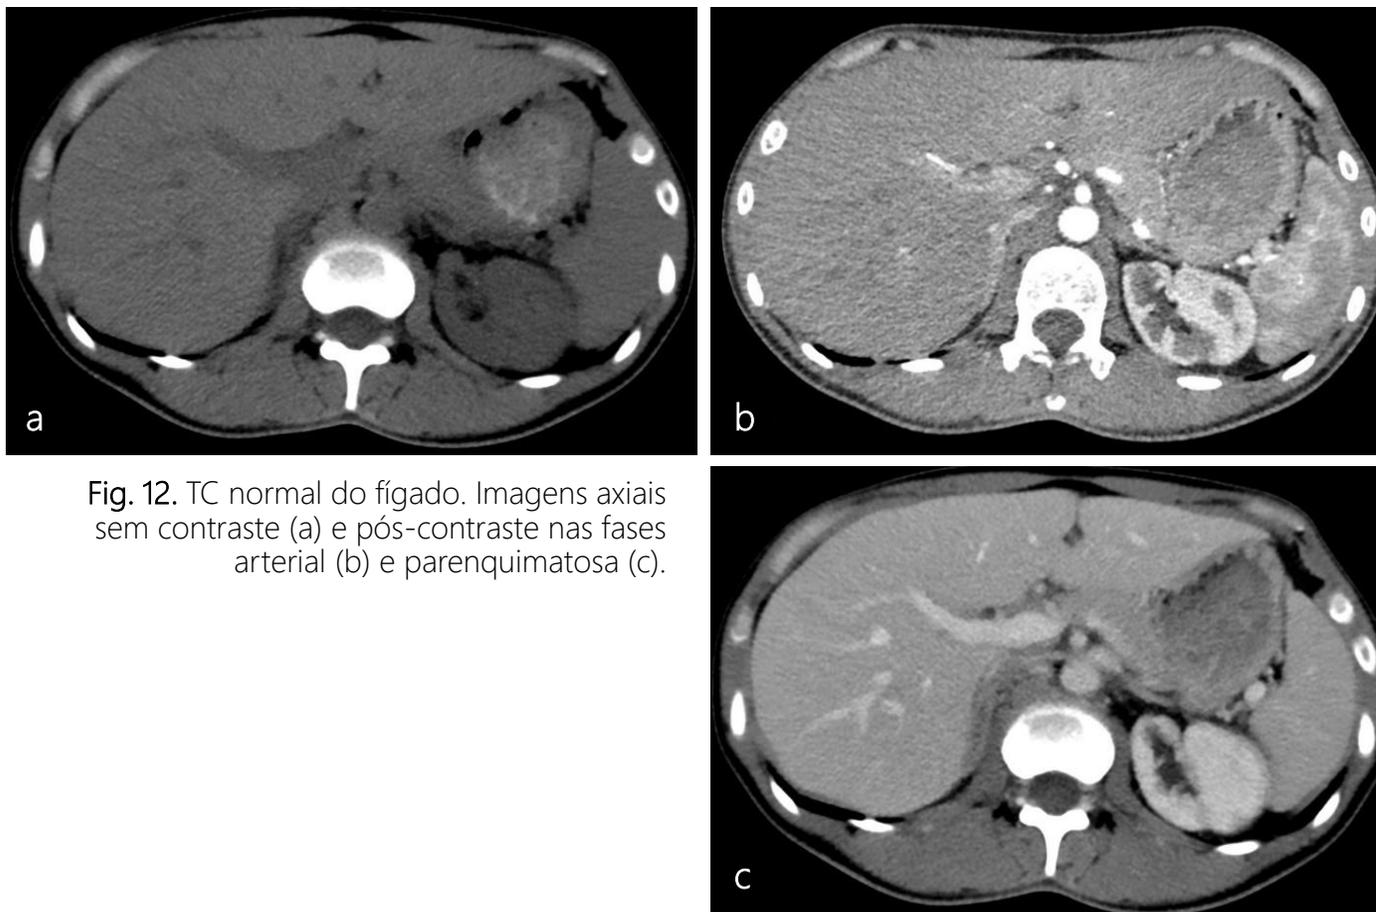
TC normal do fígado. Imagens axiais sem contraste (a) e pós-contraste nas fases arterial (b) e parenquimatosa (c).
